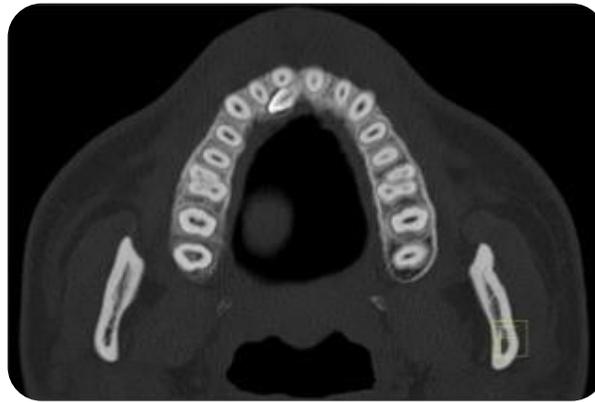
Tomografía Computarizada.¹⁹
